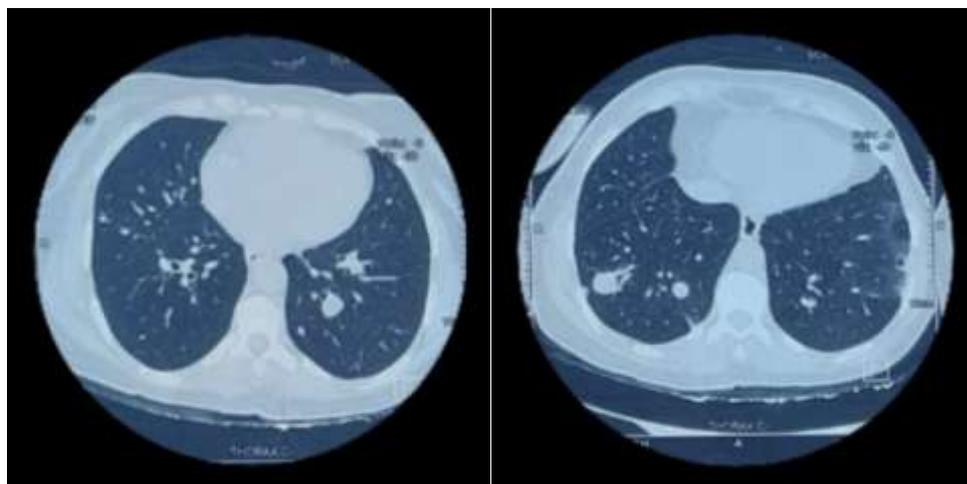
TDM thoracique, fenêtre parenchymateuse en faveur des lésions kystiques pulmonaires
